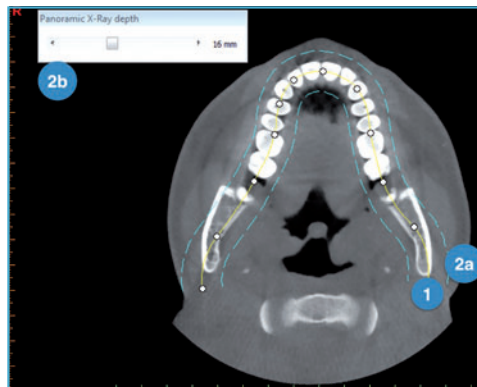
Rappresentazione di come viene settata la simil-panoramica: viene tracciata la curva panoramica (1); viene stabilito lo spessore che deve comprendere la futura radiografia (2a); in alcuni software è presente un cursore che permette di indicare, in millimetri, lo spessore da scegliere (2b).
